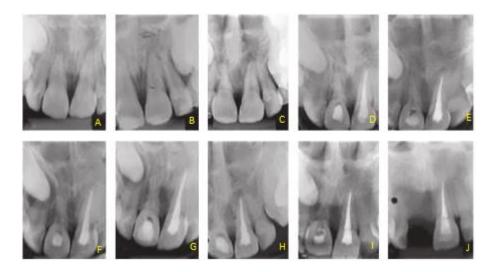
Radiografias periapicais durante o tratamento. A) Dez dias após o reimplante. B) Um mês e dez dias após o reimplante. C-H) Acompanhamento a cada três meses. I) Acompanhamento a cada seis meses. J) Pósextração.
